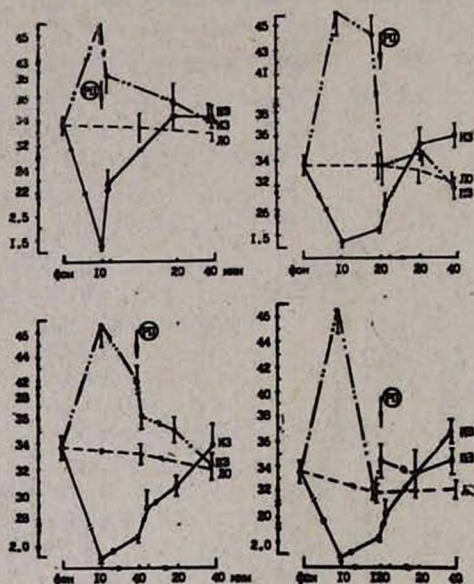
Динамика напряжения кислорода в ткани миокарда при транзиторной коронарной недостаточности ($M \pm m$). По оси абсцисс—время в мин. По оси ординат—напряжение кислорода в мм рт. ст. РП—окончание периода ишемии миокарда, начало периода реперфузии. ИЗ—ишемическая зона. ПЗ—пограничная (с ишемической) зона. ЛО—ложная операция. Фон—период до воспроизведения транзиторной коронарной недостаточности. Количество животных в каждой точке—9.
